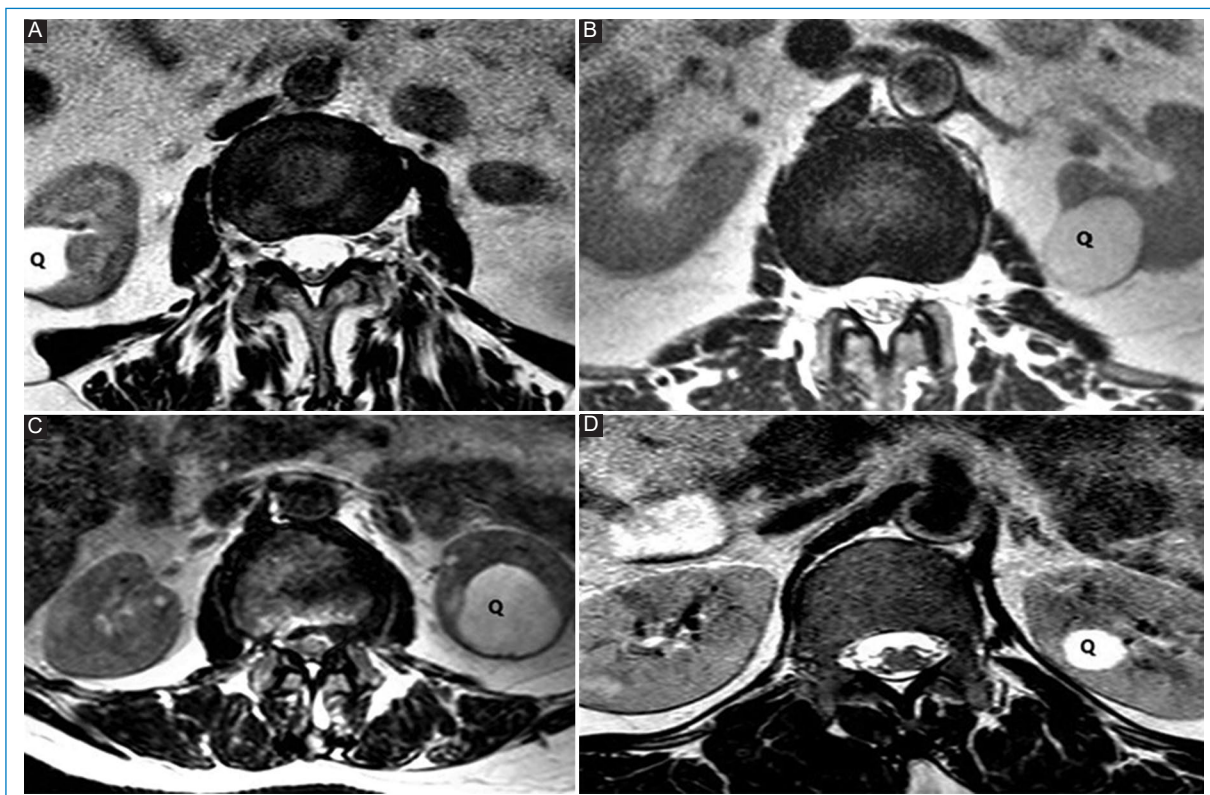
RM de columna lumbar. (A-D) Secuencias ponderadas en T2, plano axial. Los quistes renales (Q) constituyen un hallazgo extrarraquídeo habitual.
